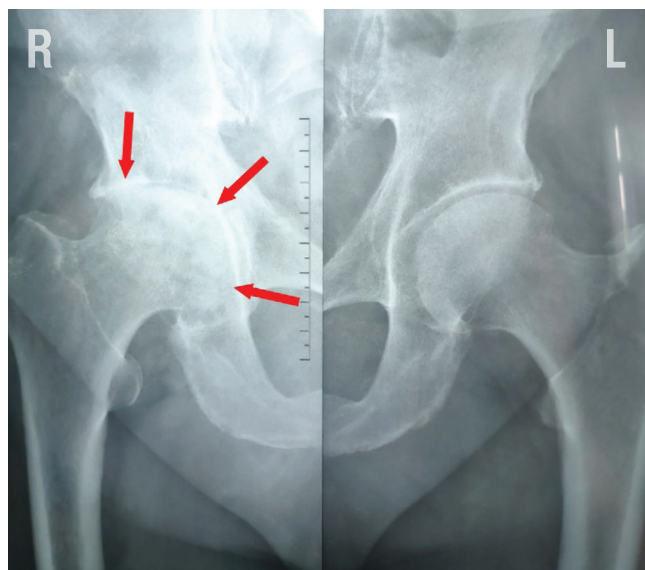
Рентгенография тазобедренных суставов (2019 г.): справа — резкая отрицательная динамика (по сравнению с предыдущим снимком) вследствие асептического некроза и формирования вторичного остеоартрита 3–4-й стадии
